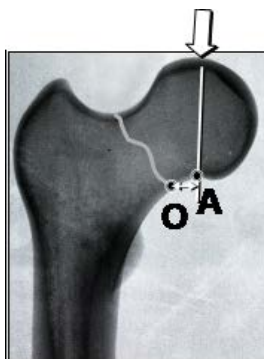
Рентгенологический критерий стабильности ПШБК
